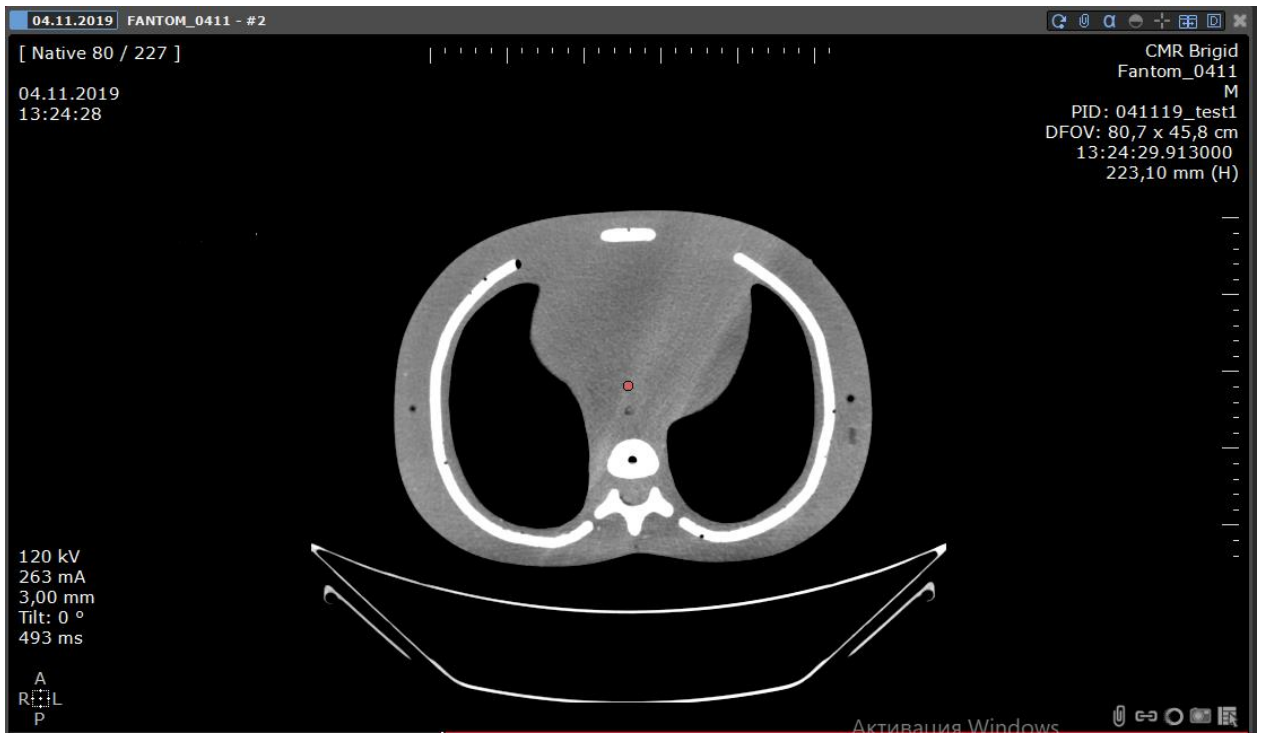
КТ скан в діалоговому вікні Marian Robot 2.4.2
